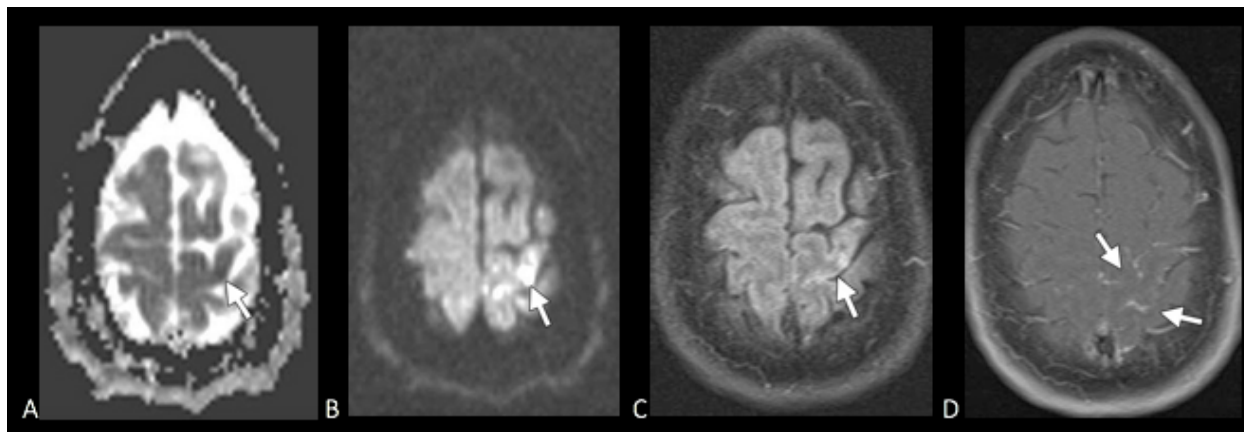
Femenina de 49 años con debilidad y rigidez en la extremidad inferior derecha. Imagen de ADC (A) y DWI (B) muestran un área de restricción a la difusión en la corteza motora izquierda (flecha). C) FLAIR muestra ligera hiperintensidad de la señal en dicho sitio (flecha). D) T1 con gadolinio muestra realce arterial (flechas), no se observa realce parenquimatoso. Hallazgos compatibles con EVC isquémico en estadio hiperagudo tardío (27).
